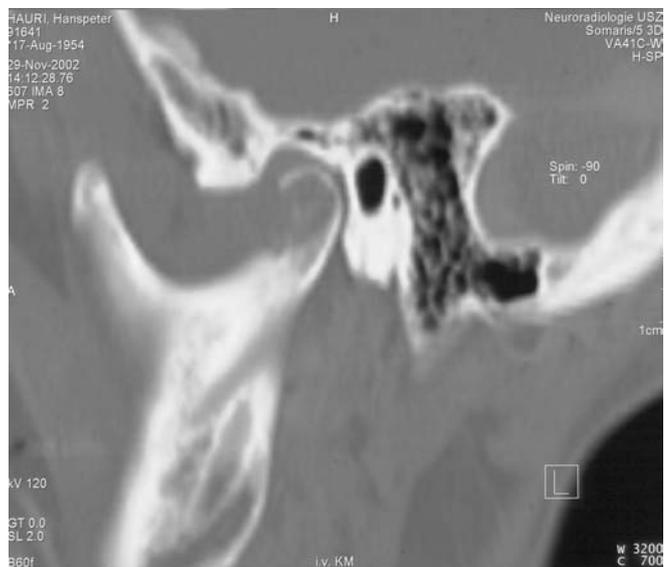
► CT sagittal (Knochenfenster). Osteolyse des Kondylus mit Resorption der anterioren Kortikalis
